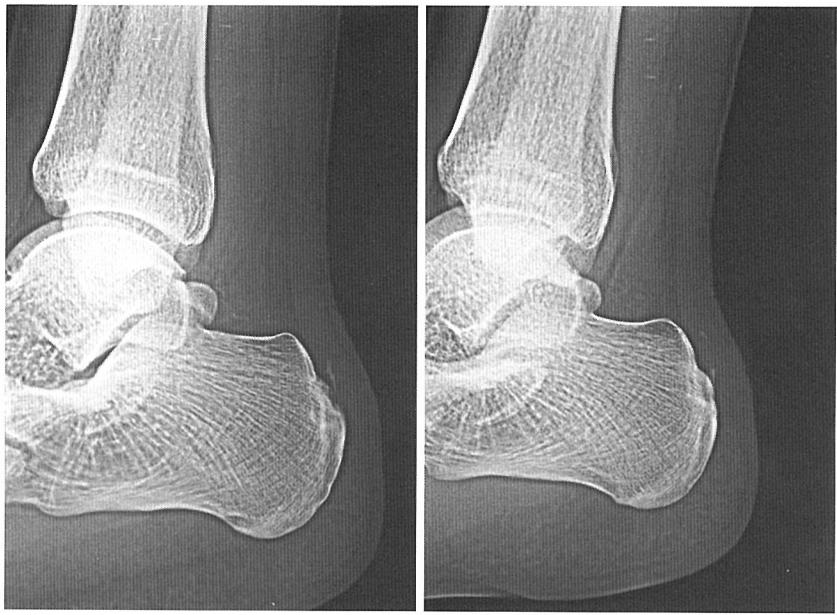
症例②のアキレス腱部の単純X線写真側面像
